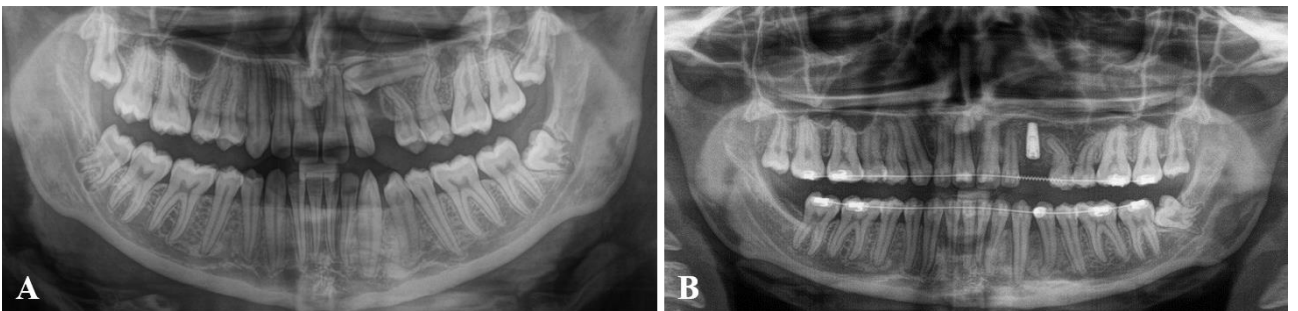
Examenul radiografic al pacientei. A. OPG înainte de odontectomie. B. OPG post-implantar (Cazuistica Omni Dent)
